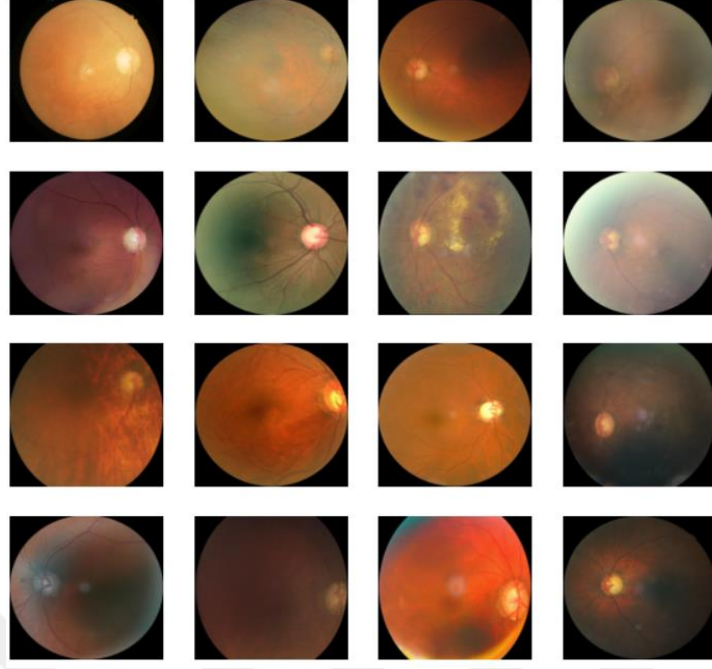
Diğer Hastalıklar ve Anormallikler İçeren Tomografi Fotoğrafları
